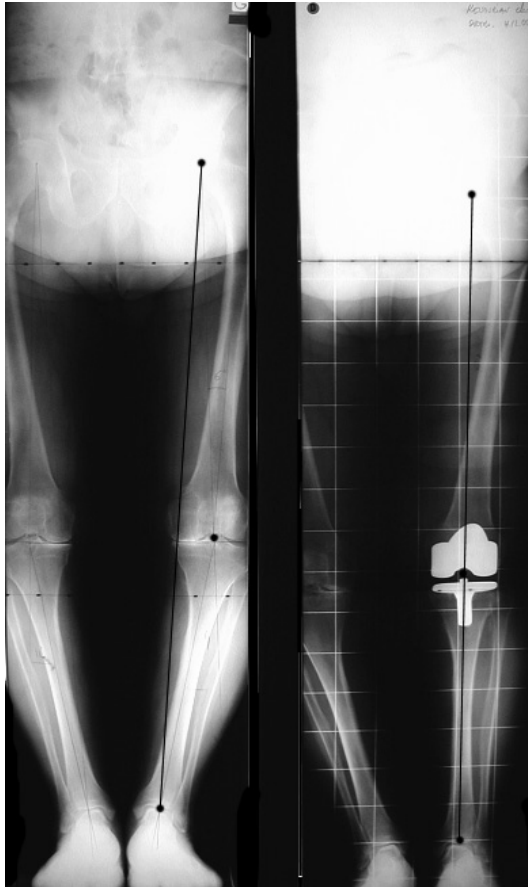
Radiographie préopératoire et à 10 ans de recul d'une PTG pour genu varum, avec un genou axé à 180°.
